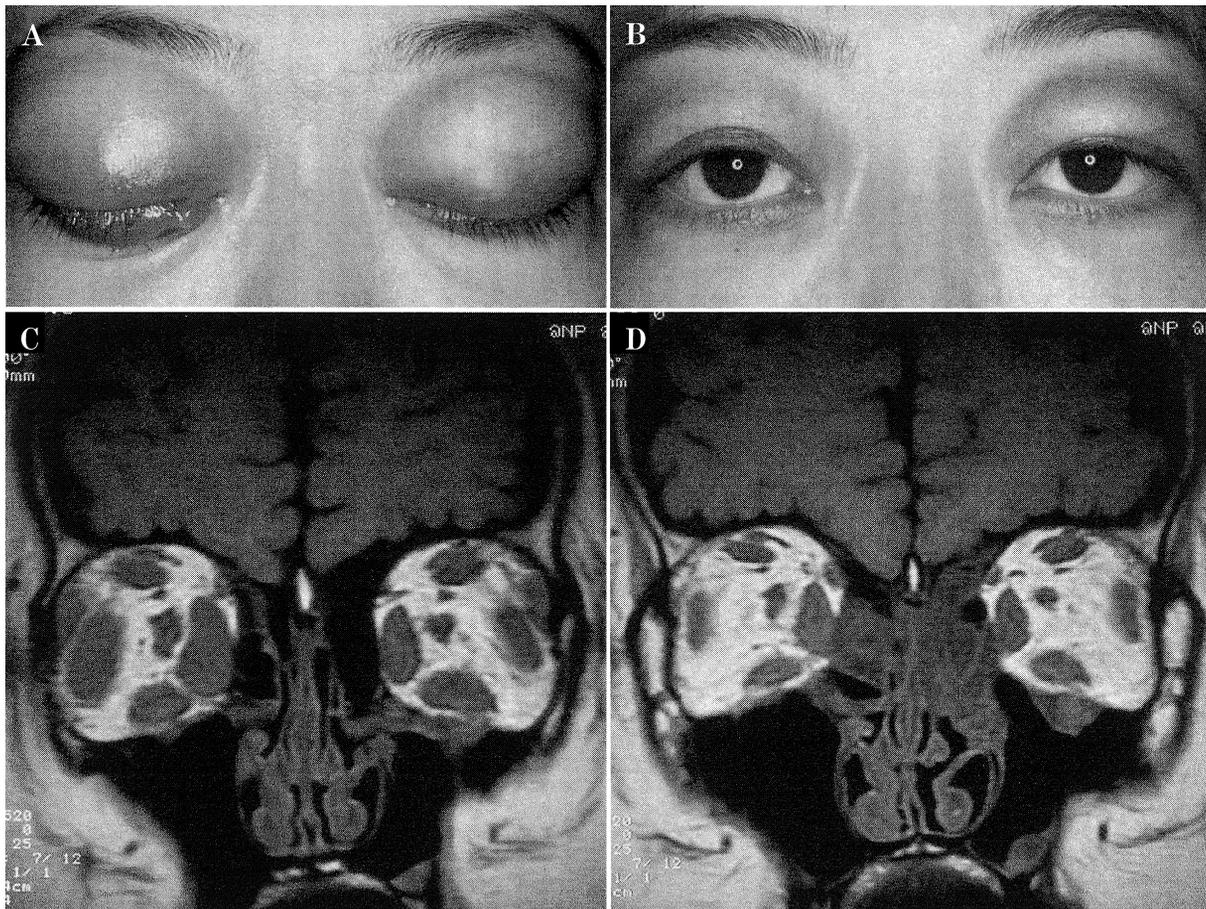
症例 2 の前眼部写真と MRI 画像。
